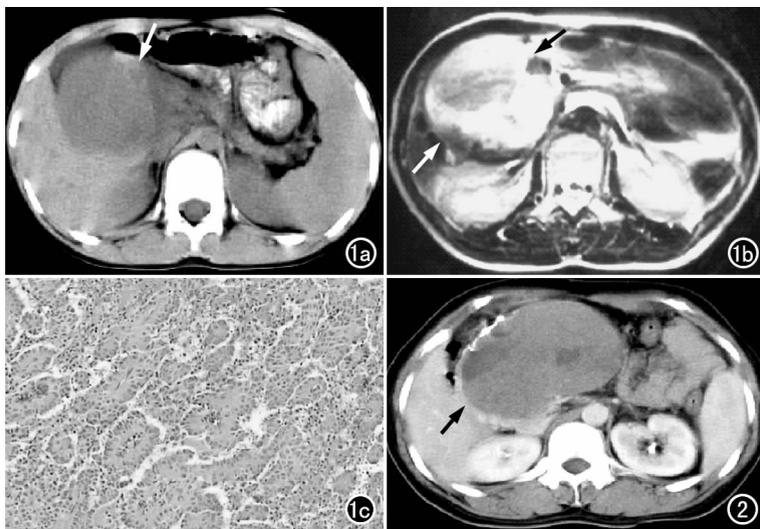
a) CT 示肝胃之间胰体右侧见类圆形软组织密度影, 边界清楚(箭); b) MRI T₂WI 示右肾前方胰体右侧较大类圆形囊实性信号影(箭); c) 镜下示瘤细胞排列成假乳头结构, 瘤细胞大小较一致(×200, HE)。
